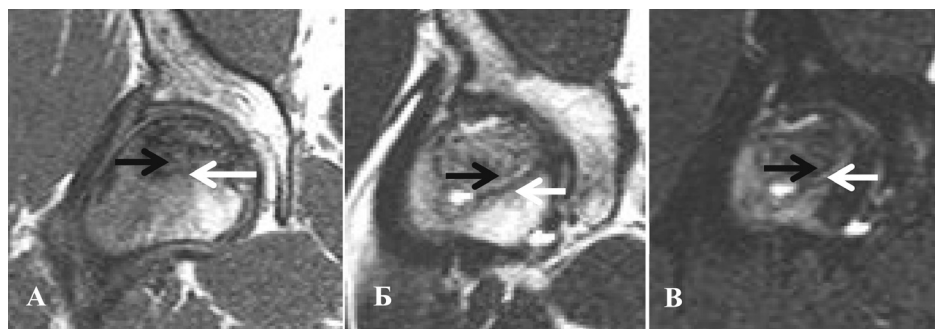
МРТ пациента М., 28 лет, с остеонекрозом головки бедра 2 ст., признак «двойной линии»: А – T1cor, Б – T2 cor, В – Stir-cor: черная стрелка – зона репарации, белая стрелка – демаркационная зона
